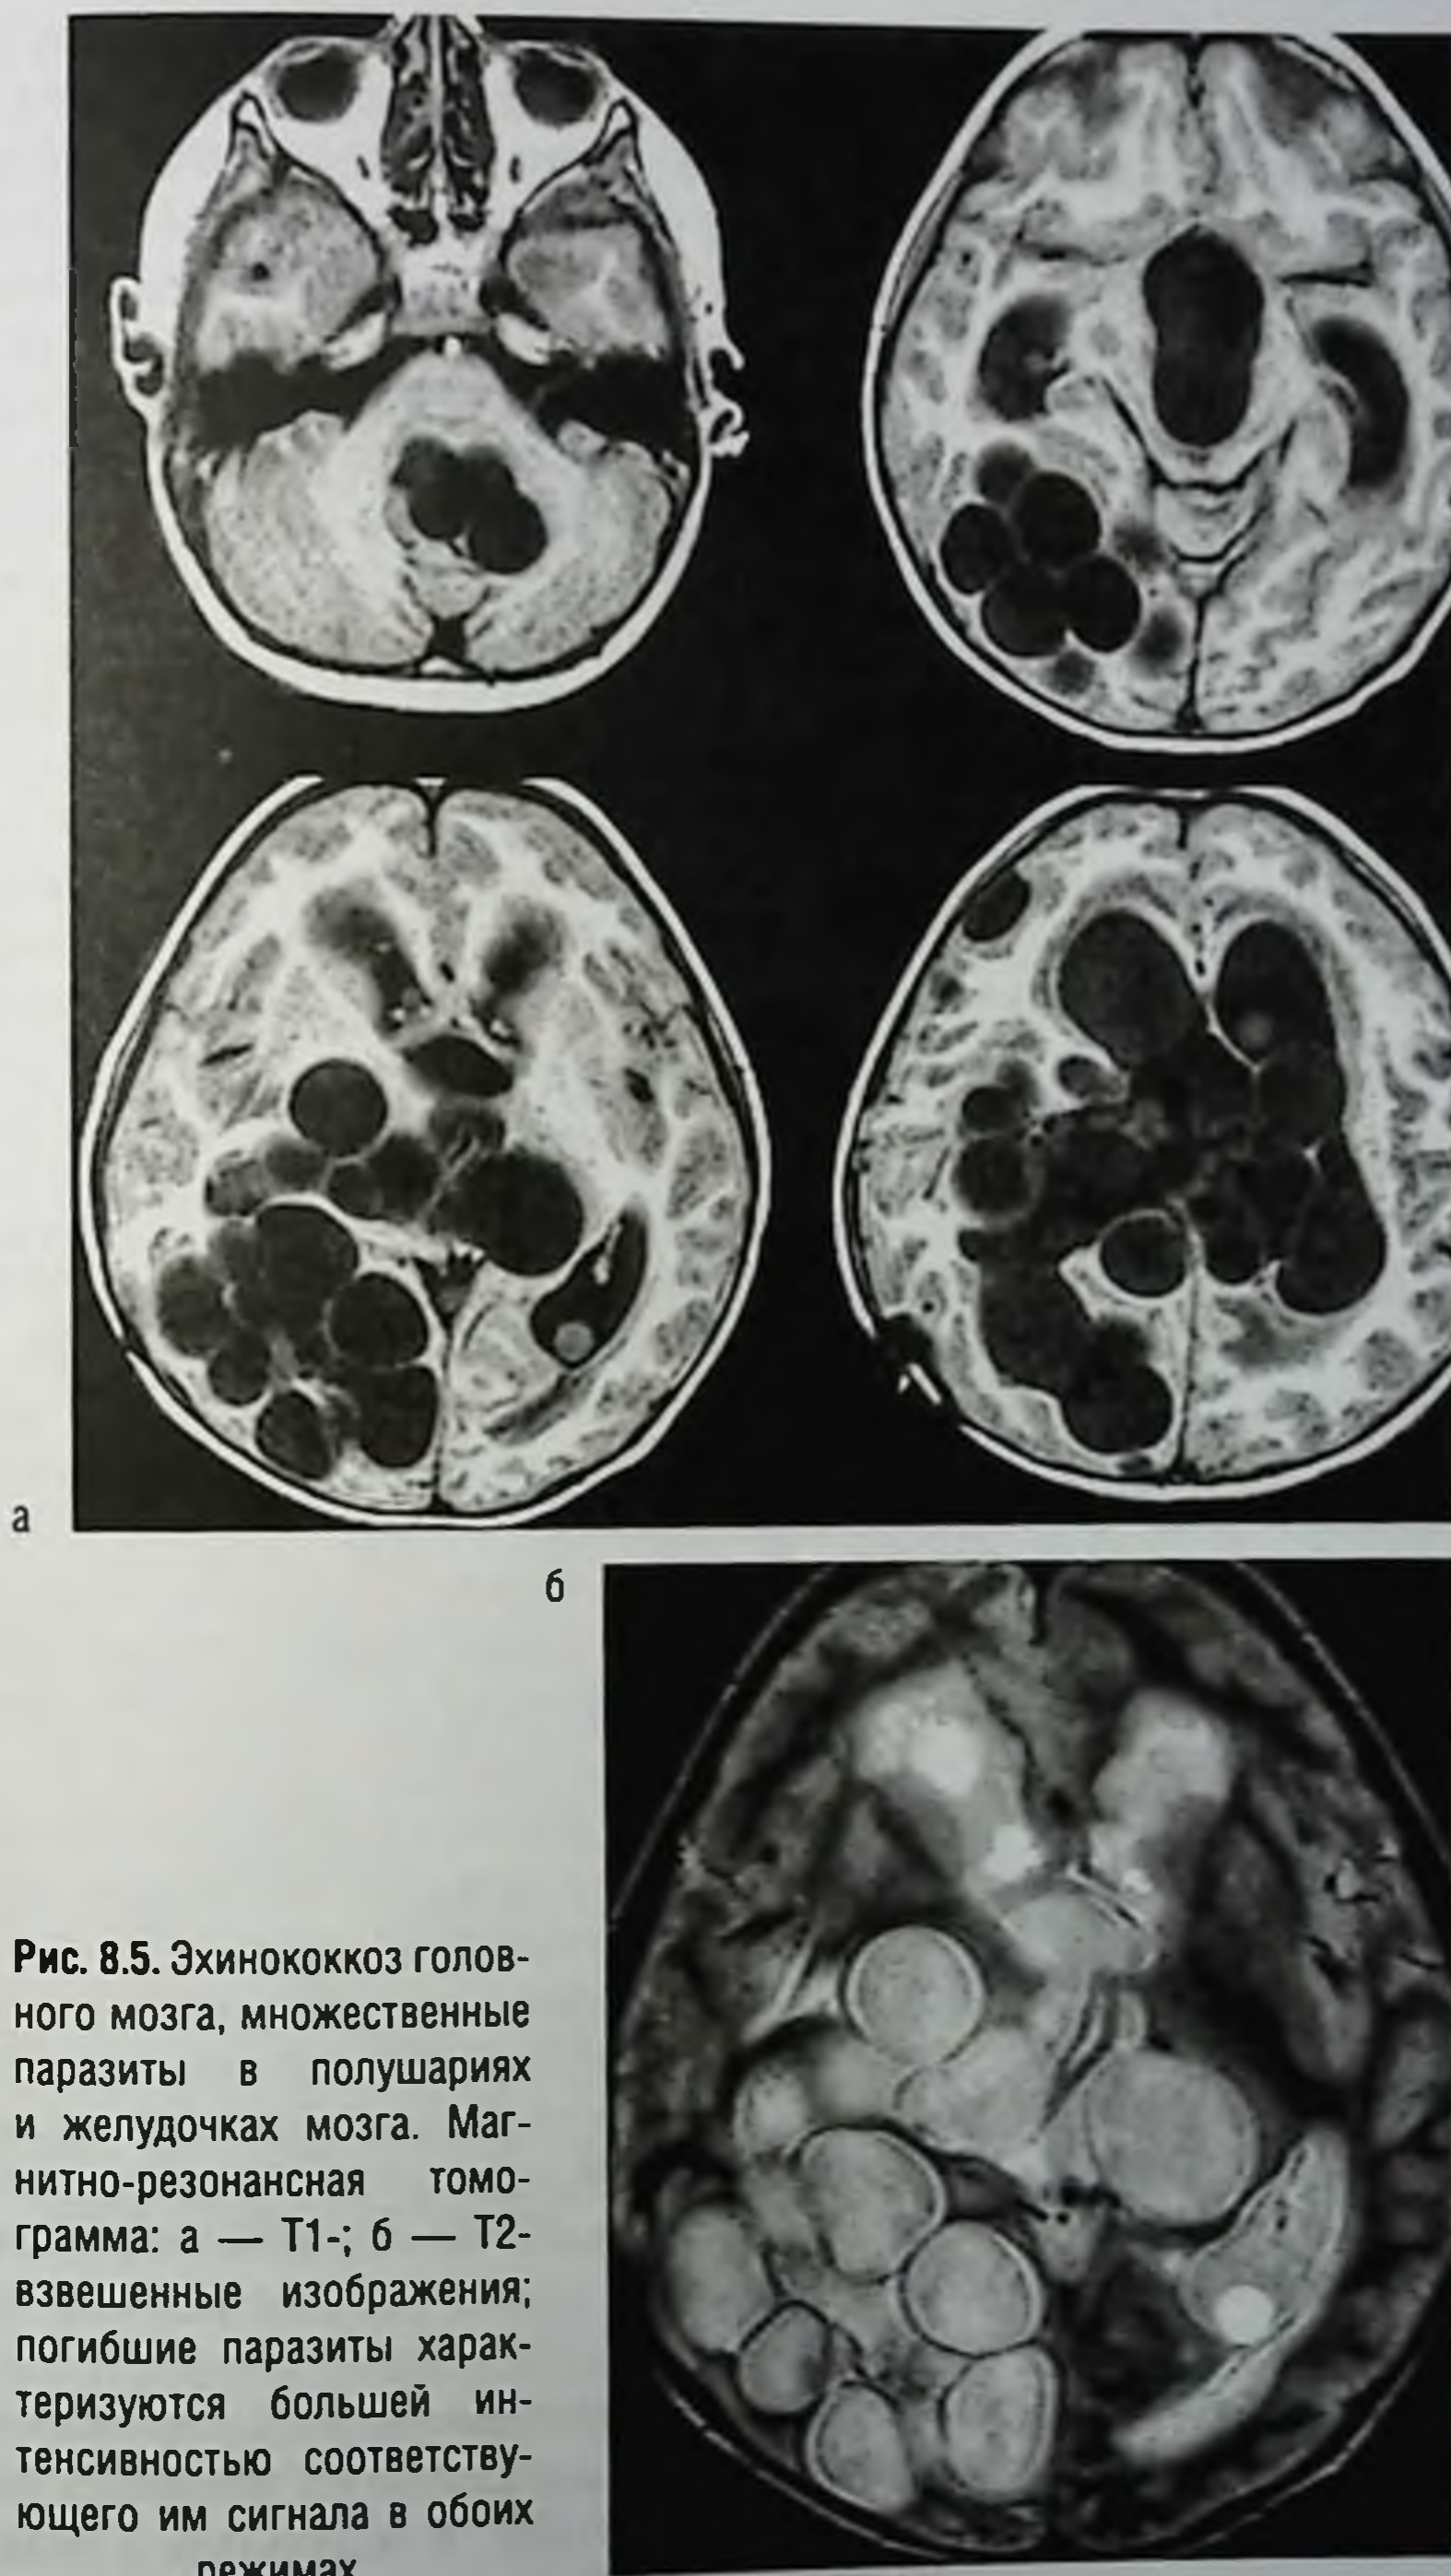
Эхинококкоз головного мозга, множественные паразиты в полушариях и желудочках мозга. Магнитно-резонансная томограмма: а — T1-; б — T2-взвешенные изображения; погибшие паразиты характеризуются большей интенсивностью соответствующего им сигнала в обоих режимах
